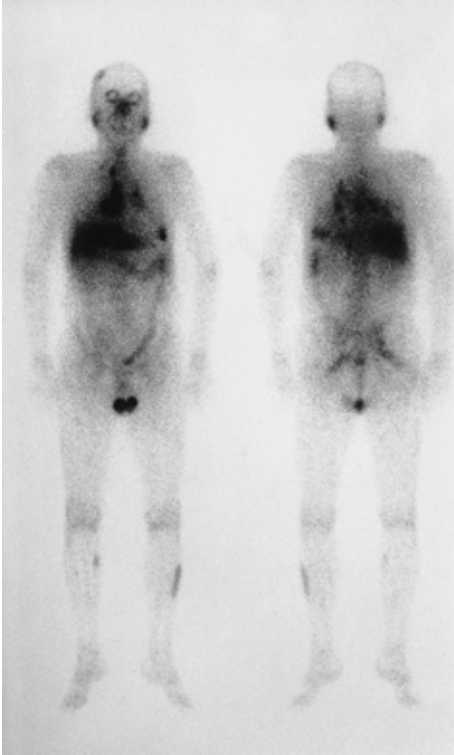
Ga scintigram showing remarkable accumulations in the testes, hilum, mediastinum, left lower lung field, eyeballs, and parotid glands.
